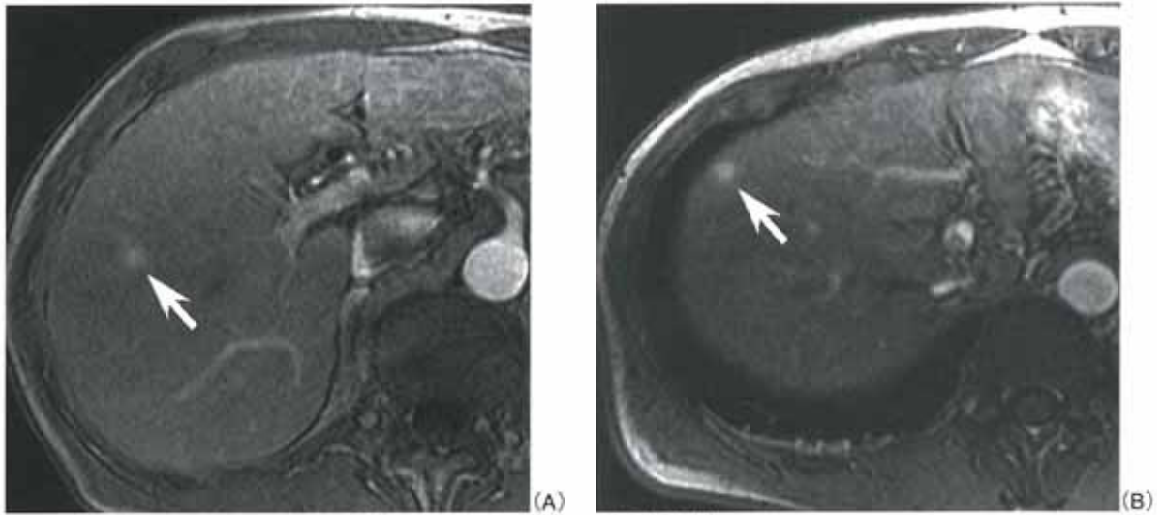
多血性肝細胞癌と早期濃染型偽病変のダイナミックMRI肝動脈相像。
